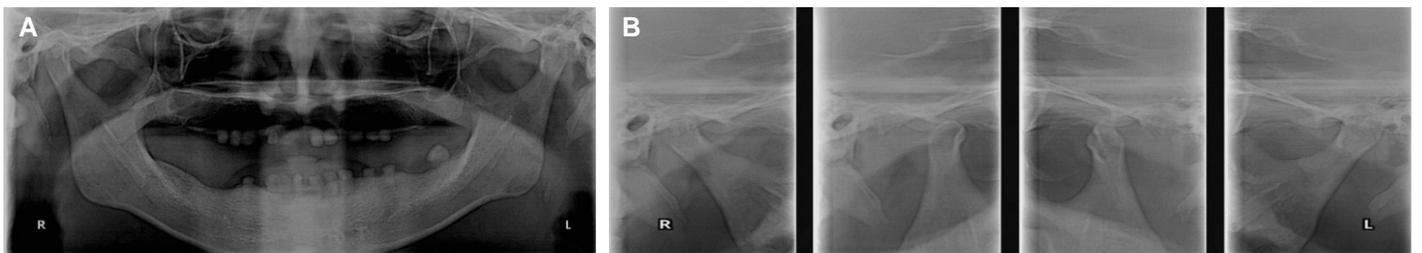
Panoramic radiograph on first visit of patient. (A) Panoramic view, (B) Temporomandibular joint (TMJ) panoramic view.
